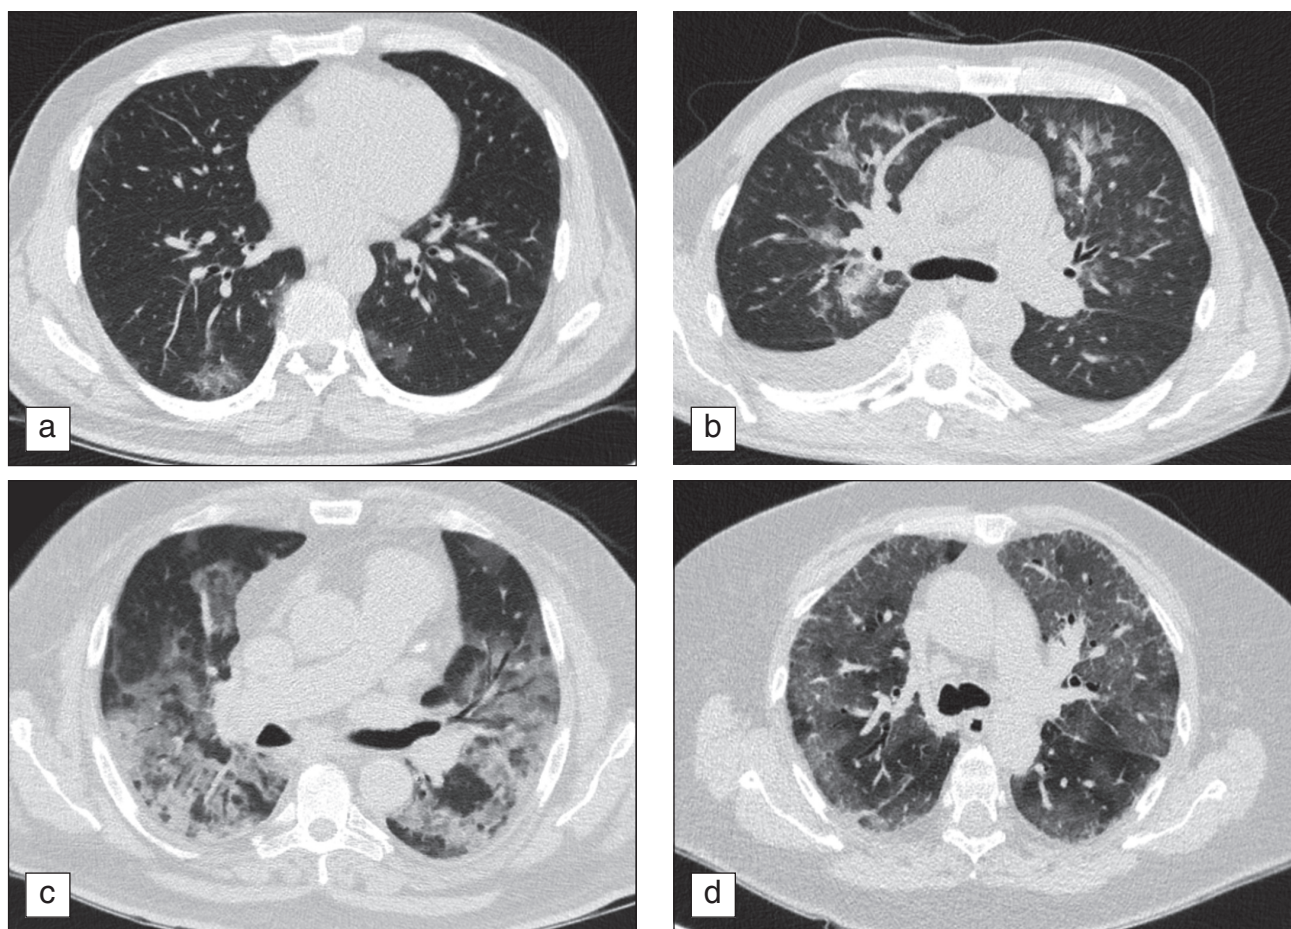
图 5胸部CT检查病毒性肺炎的严重程度：a — 轻度改变 (CT-1)，肺实质受累 $\leq 25\%$ ；b — 中-重度度改变 (CT-2)，肺实质受累25–50%；c — 重度改变 (CT-3)，肺实质受累50–75%；d — 极重度 (CT-4)，肺实质受累 $\geq 75\%$ 。
